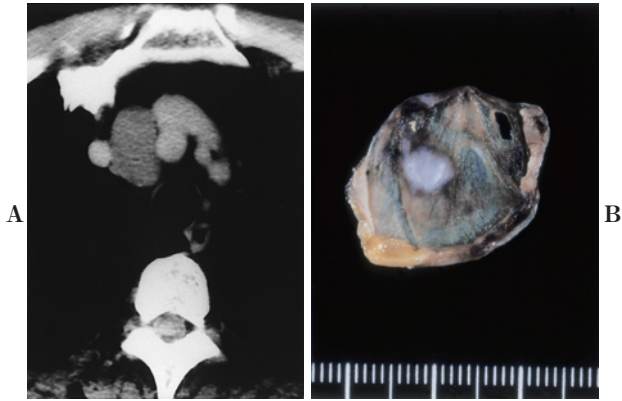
A: Enhanced chest CT on admission showing a tumor surrounded by large vessels. B: Gross view of the fixed cyst. The inner surface of the unilocular cyst wall was smooth. Focally whitish thickened and yellowish adipose tissue was contained in the wall.
